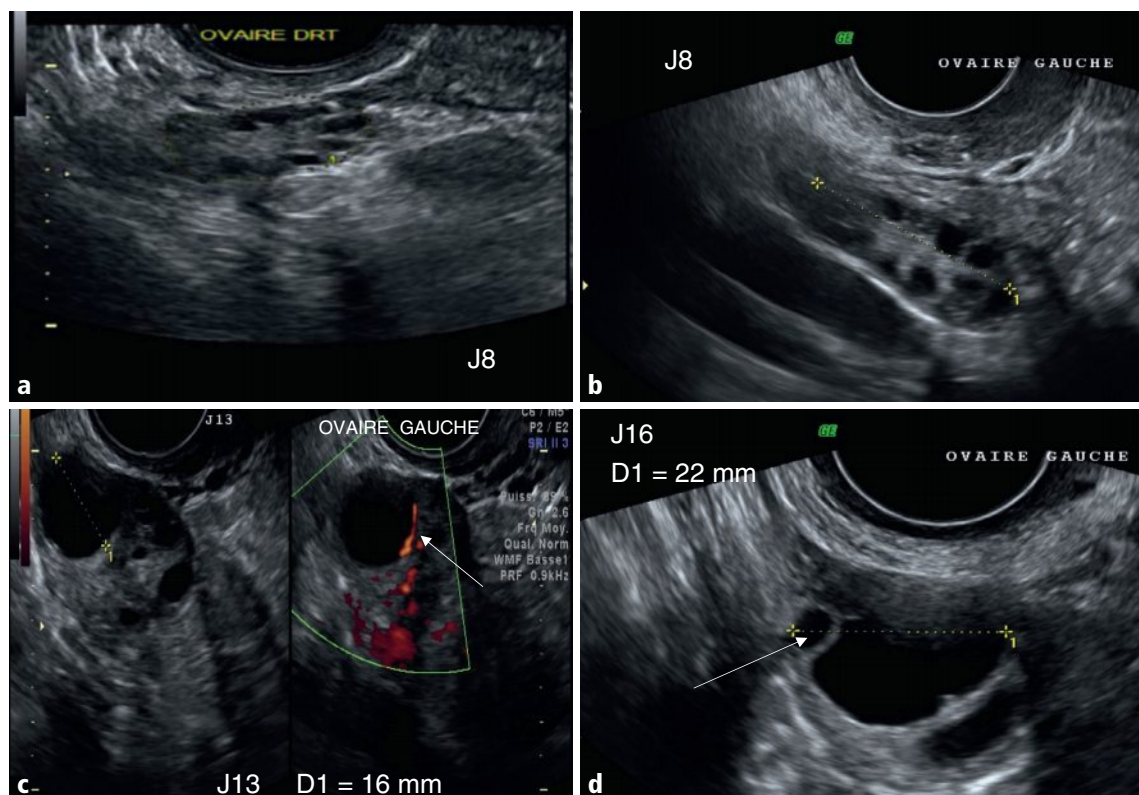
a-d Ovaires plurifolliculaires à J8 (a, b), follicule dominant à J13 avec couronne vasculaire thécale périphérique en Doppler couleur (flèche en c) et follicule pré-ovulatoire à J16 avec pont de granulosa (flèche en d).
